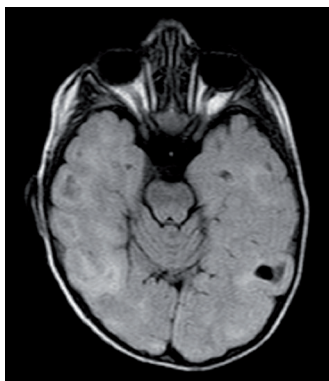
Кортикальные туберсы на магнитно-резонансной томограмме у пациента с туберозным склерозом
